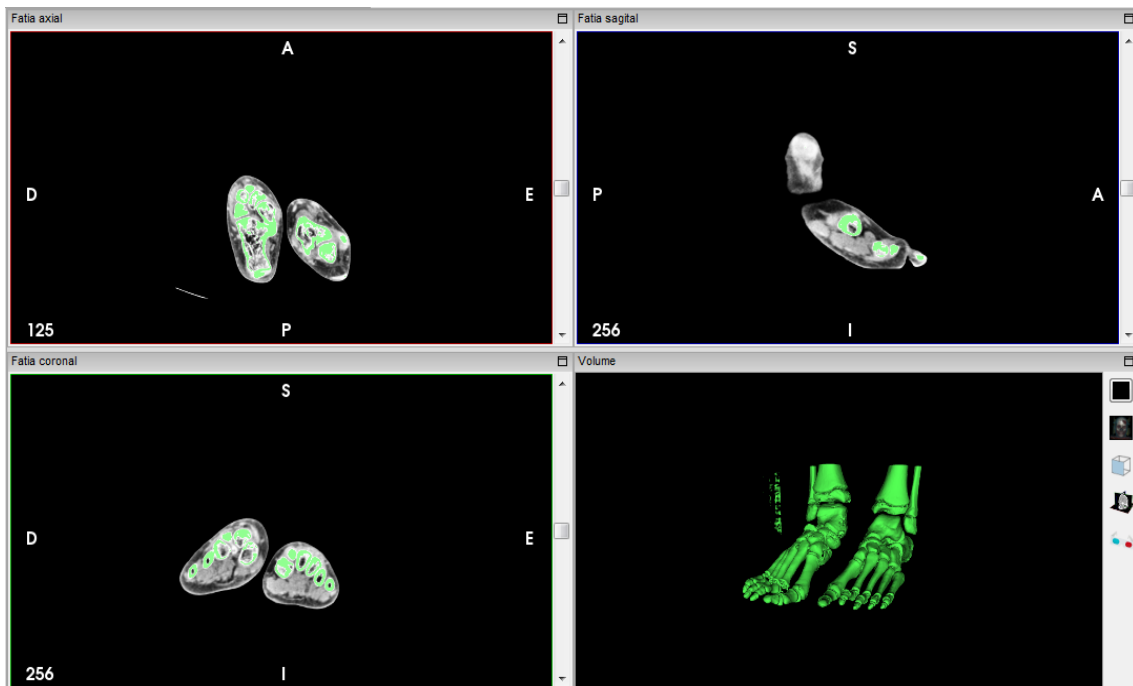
Cortes axial, coronal e sagital das imagens de TC e o modelo 3D reconstruído a partir das mesmas.
